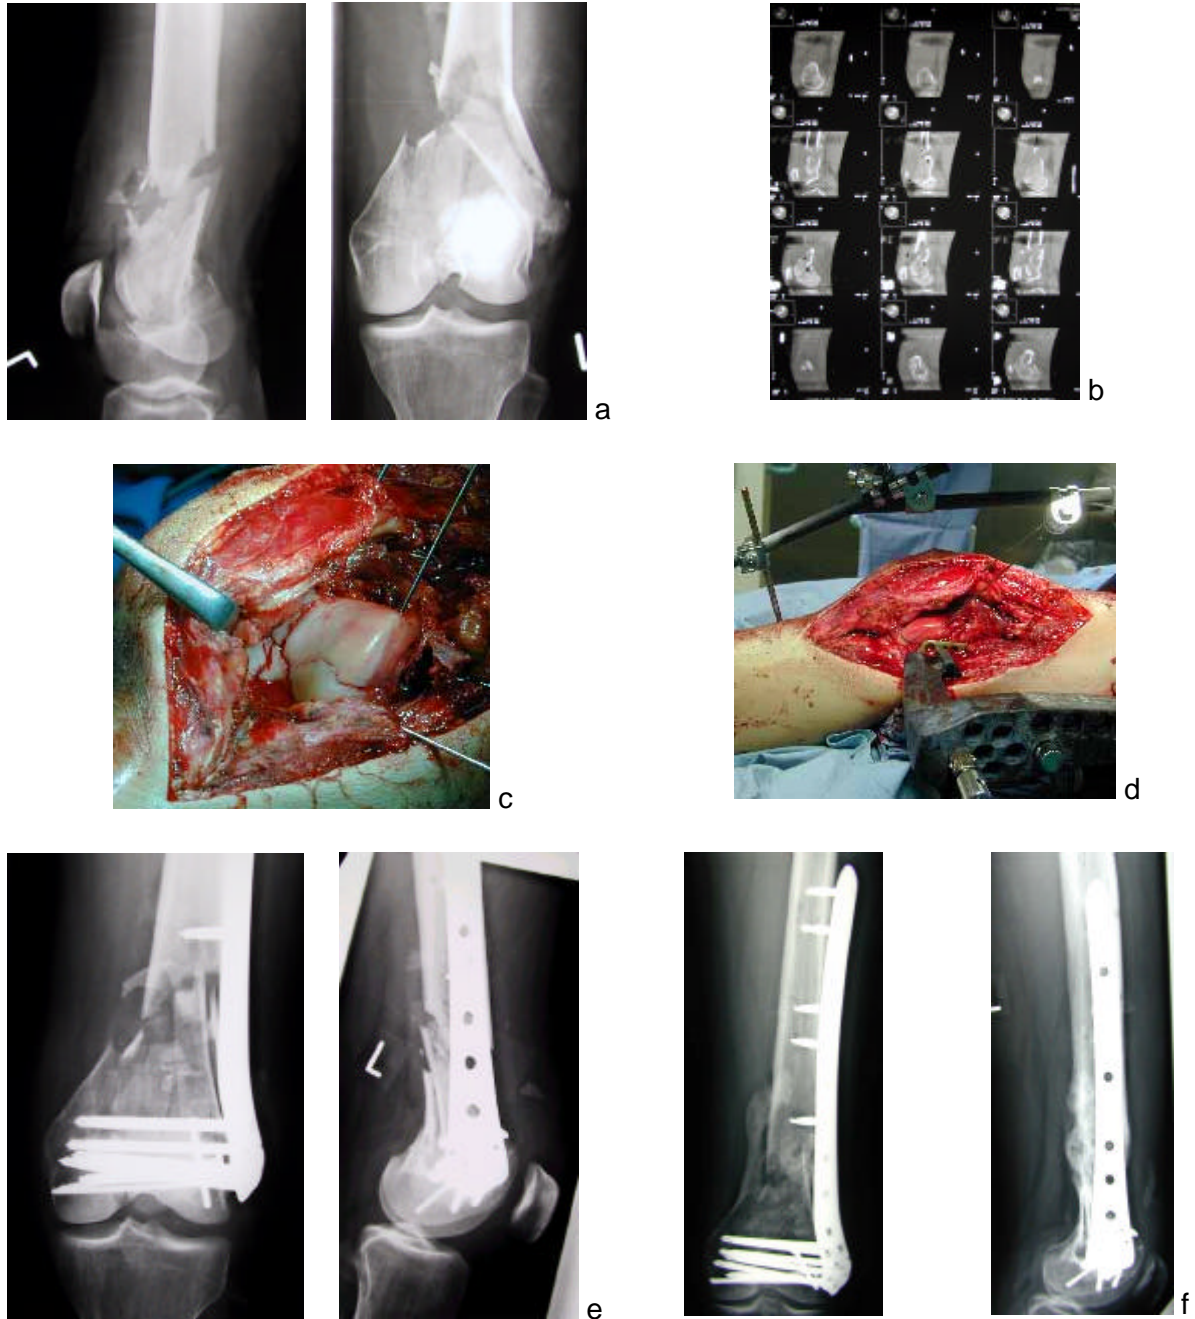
Die 18 jährige Patientin erlitt eine drittgradig offene distale intraartikuläre Femurfraktur (33-C3.3) (a, b). Initial erfolgte ein Debridement der offenen Weichteilverletzung, Epigarddeckung und eine primäre Stabilisierung mit einer Kniegelenktransfixation. Die definitive Versorgung erfolgte sekundär über einen lateralen parapatellaren Zugang zur guten Gelenkübersicht. Rekonstruktion der Gelenkfläche mit 3,5mm Kortikalisschrauben (c), Reposition des Gelenkblockes an den Schaft mit diskreter Verkürzung bei primären Knochenverlust und Einbringen des LISS (d). (e) Postoperatives Röntgenbild, (f) Ausheilungsbild bereits nach 4 Monaten.
